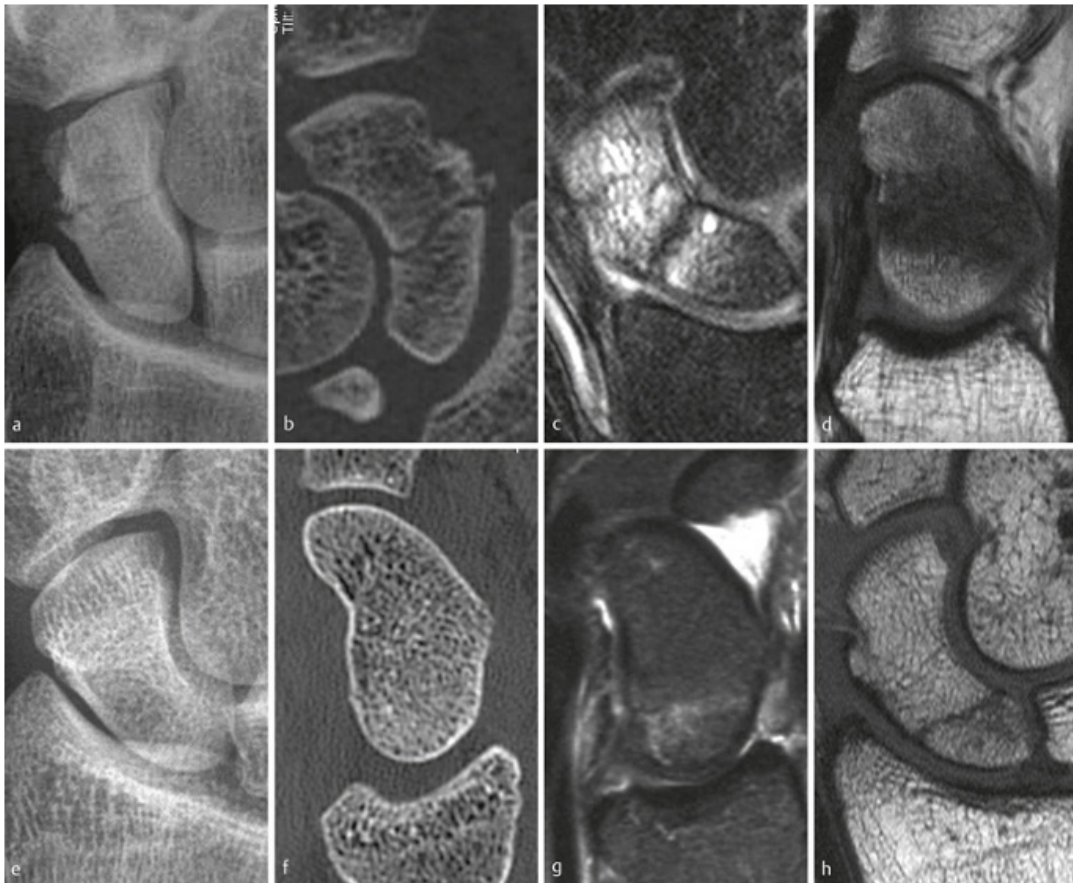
Darstellung von zwei Scaphoidfrakturen (1: Scaphoidfraktur Typ A2 nach Herbert, a–d; 2: okkulte Scaphoidfraktur Typ B3 nach Herbert, e–h) mit unterschiedlichen bildgebenden Verfahren: Projektionsradiographie (a, e), CT-Bildgebung (b, f) und MRT Diagnostik (c, d, g, h). In: (42). Mit freundlicher Genehmigung des Georg Thieme Verlages.
